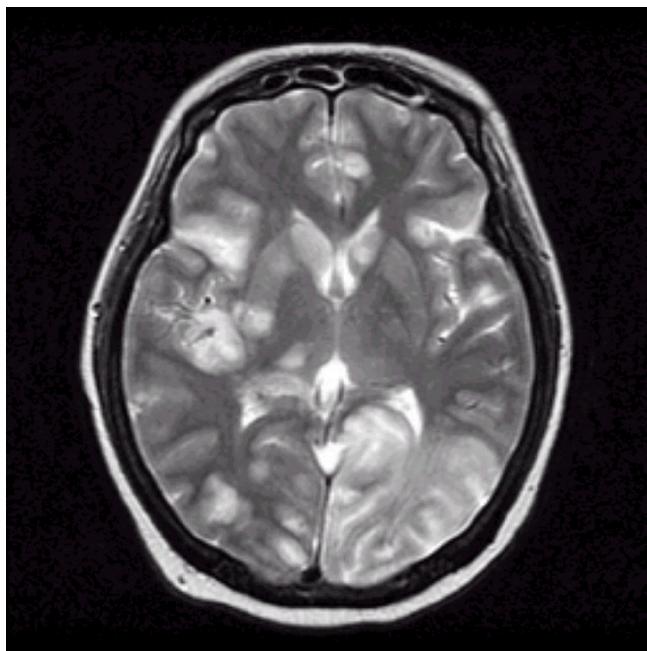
T2-weighted MRI shows diffuse high signal intensities in both cerebellum, pons, midbrain basal ganglia, thalamus, and both sides of brain parenchyme (especially cortex and subcortical white matter).
